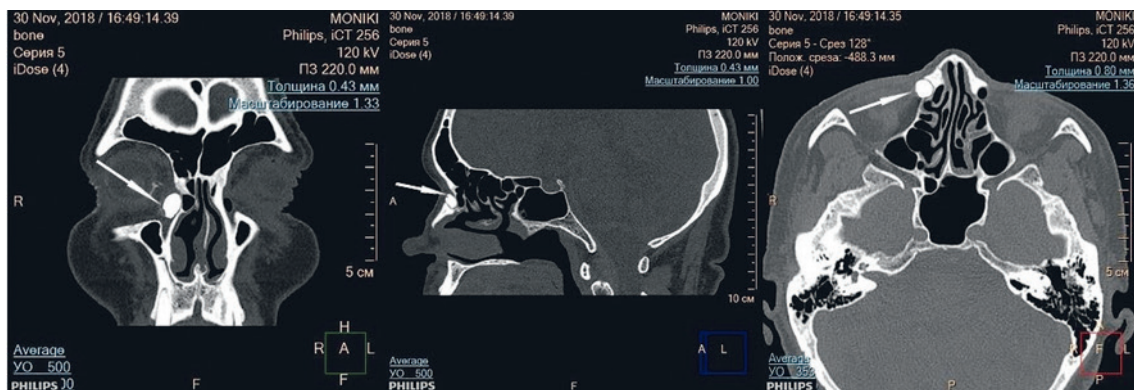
КТ после введения разведенного контрастного препарата в слезные пути, фронтальная, сагиттальная реконструкция и аксиальное изображение, костное окно. Справа визуализируется контрастированный слезный мешок, поступление контрастного препарата в носослезный канал не прослеживается. Имеется хорошо выраженная клетка Agger nasi, ее взаимоотношение со слезным мешком продемонстрировано на аксиальных изображениях (в), а также на коронарной и сагиттальной реконструкциях (а,б) (стрелки)
